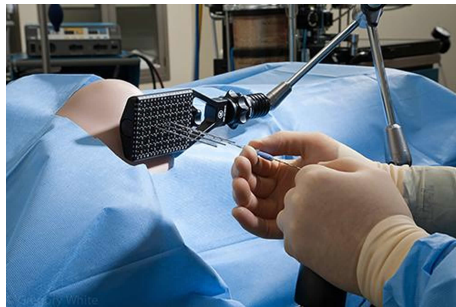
Imagen de una intervención de braquiterapia de radiación intersticial, en donde se utiliza una aguja para insertar la semilla radiactiva, dando uso de una guía de ultrasonidos para posicionarla en la localización más óptica para aplicar el tratamiento [Health Jade Team, 2018]
